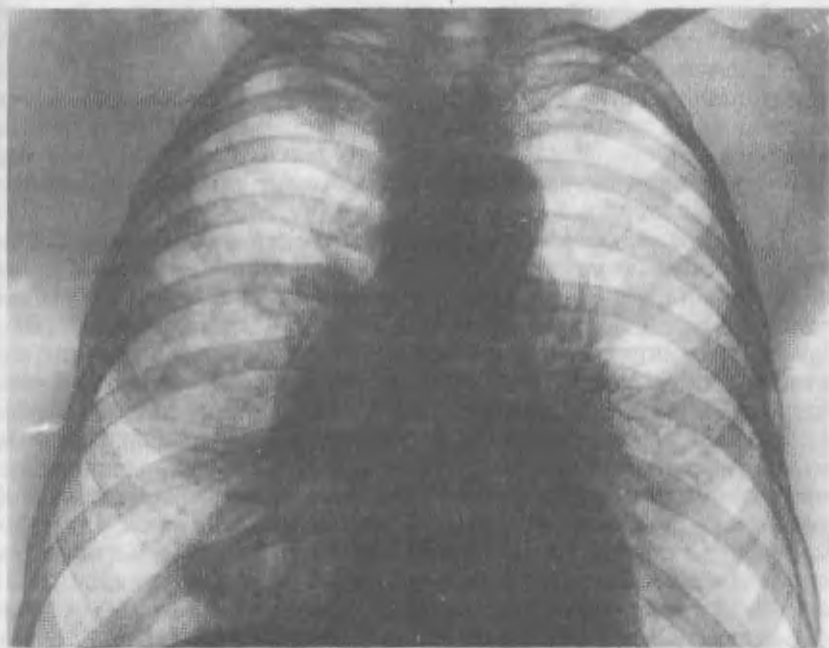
Рентгенограмма легких при силикотуберкулезе. Силикоз I стадии (Зр hi). Очаговый туберкулез легких. Силикотуберкулезный бронхопневнит.
